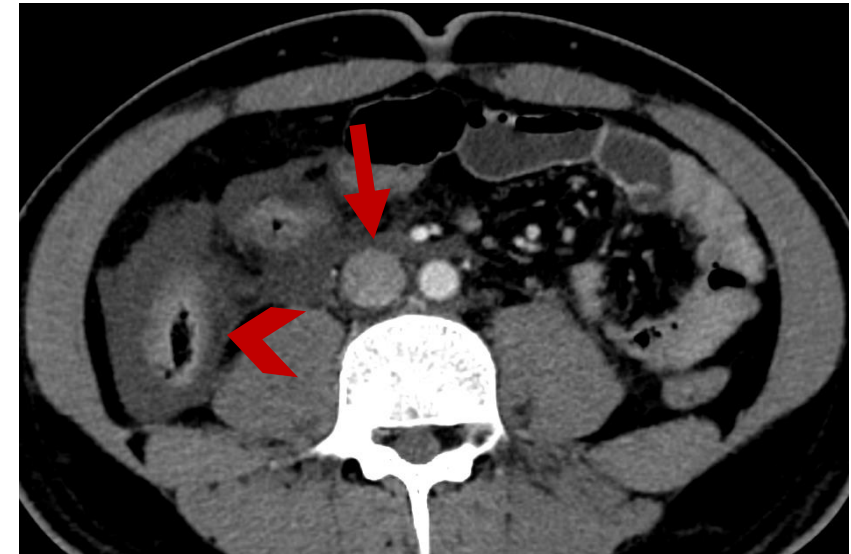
El abdomen inferior se identifica: Dilatación de la VCI (*flecha*) y líquido libre pericólico (*cabeza de flecha*). Las asas de intestino delgado no presentan el patrón típico de shock. El paciente falleció pocas horas después de realizado la TC.
